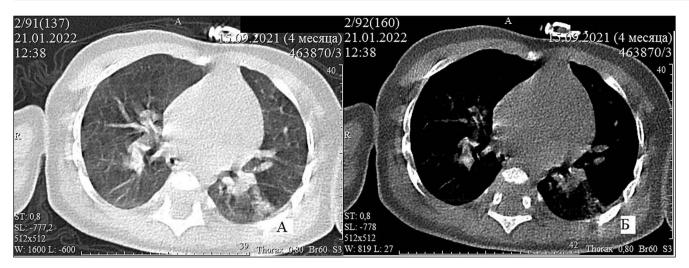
Рентгеновская компьютерная томография легких пациента в возрасте 4 мес. (через 3 месяца лечения). А – уменьшение размера участка уплотнения в S6 левого легкого. Б – уменьшение размеров корня левого легкого.
